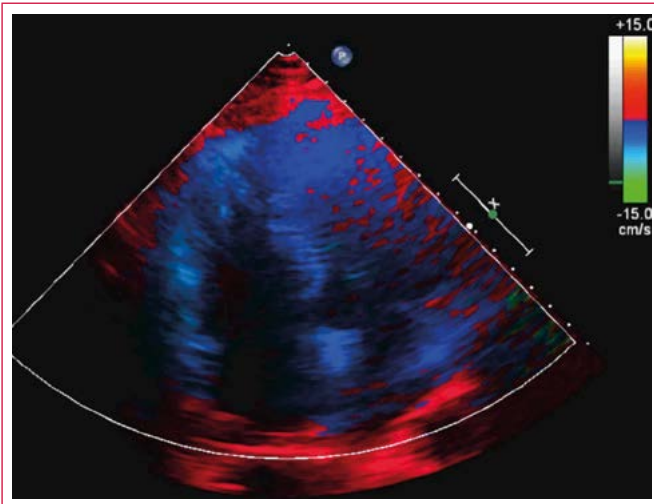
Onda S' del Doppler tisular del anillo (véase descripción en el texto)
